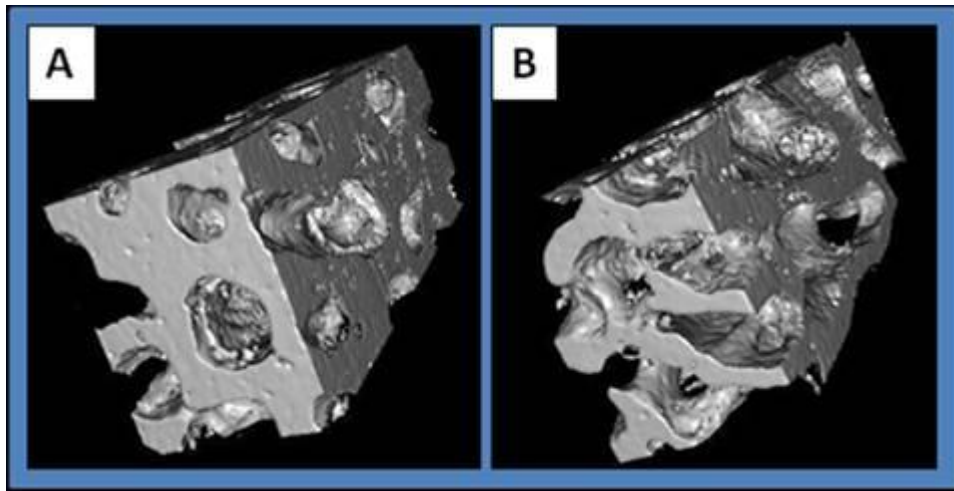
Densidade das trabéculas das amostras por  $\mu$ -TC
